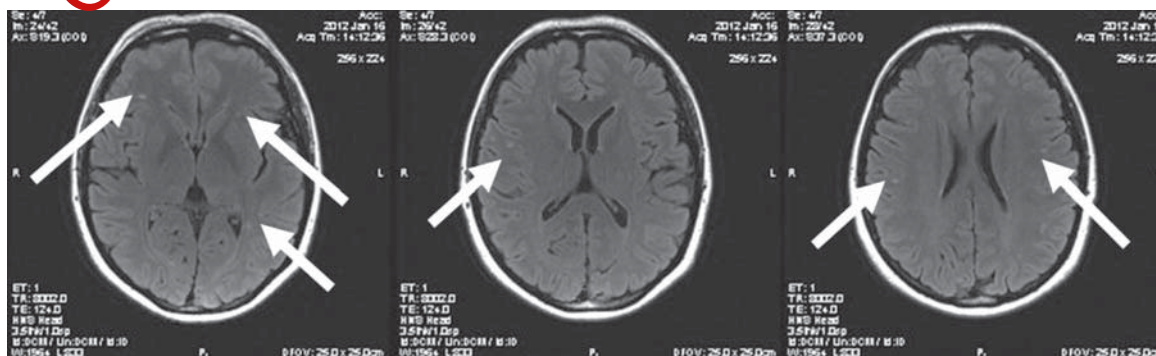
МРТ головного мозга больной К. (16.01.2012 г.): множественные очаги повышенного МР-сигнала с четкими контурами
